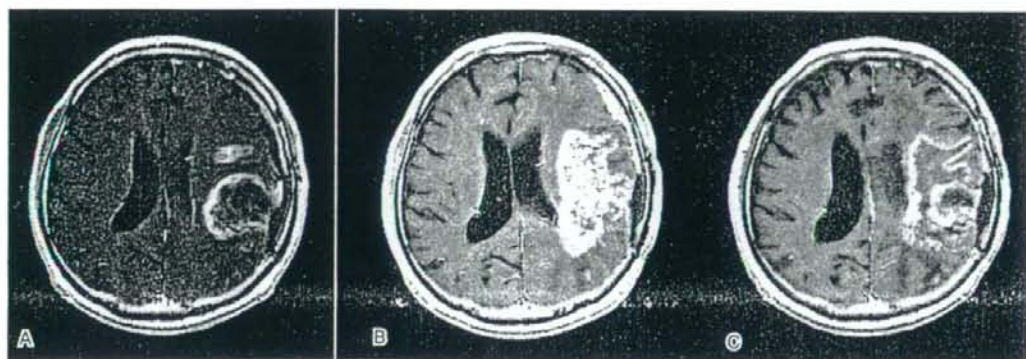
64M, GBM. A: MRI at recurrence. B: A tumor gradually increased until a patient had 6 cycles of TMZ. C: The tumor did not increase 8 months after he had 17 cycles of TMZ and stopped TMZ.
